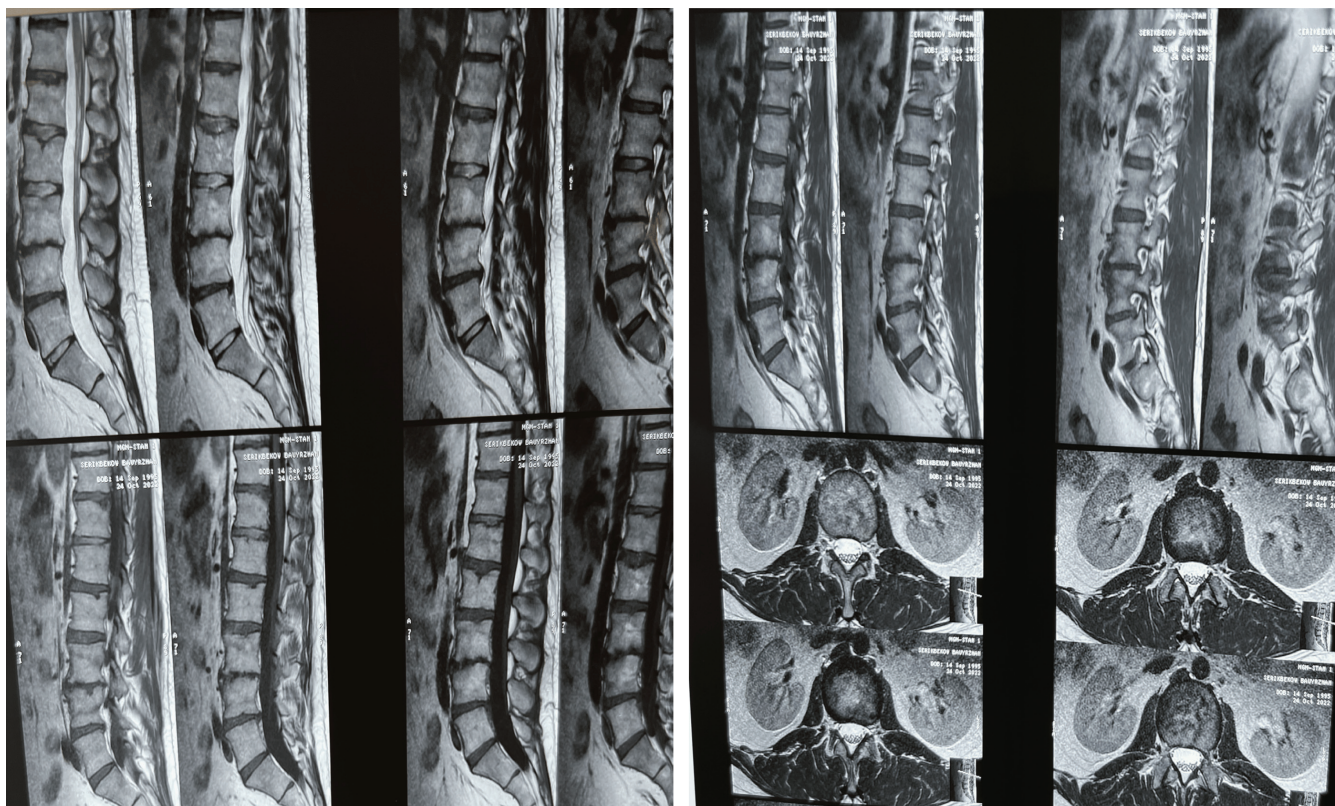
Магнитно-резонансная томография позвоночника мужчины 27 лет с хроническим бруцеллезом в динамике через 9 месяцев после двух курсов антибактериальной терапии (рифампицин + доксициклин и ципрофлоксацин + доксициклин). Заключение: остеохондроз поясничного отдела позвоночника. Центральная грыжа L5–S1. Правосторонняя парамедианная протрузия диска L1–L2. Признаки спондилодисцита на уровне L3–L4 в стадии разрешения
